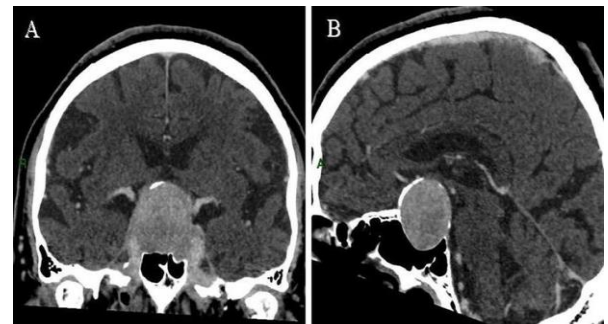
TDM cranio-encéphalique avec reconstruction coronale (A) et sagittale (B) montrant un volumineux macro-adénome de l'hypophyse.
